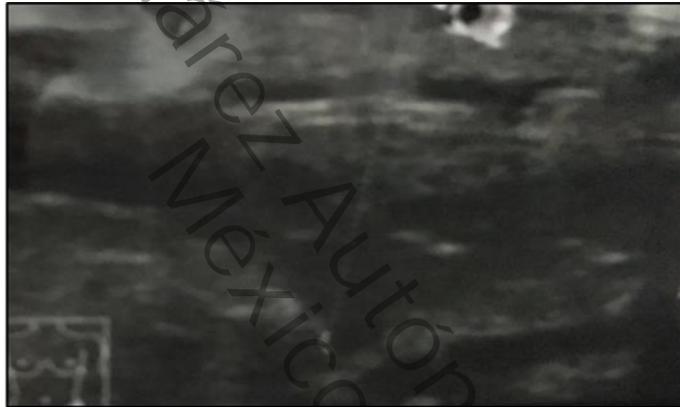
Ultrasonido. Masa ocupativa de glúteo derecho
